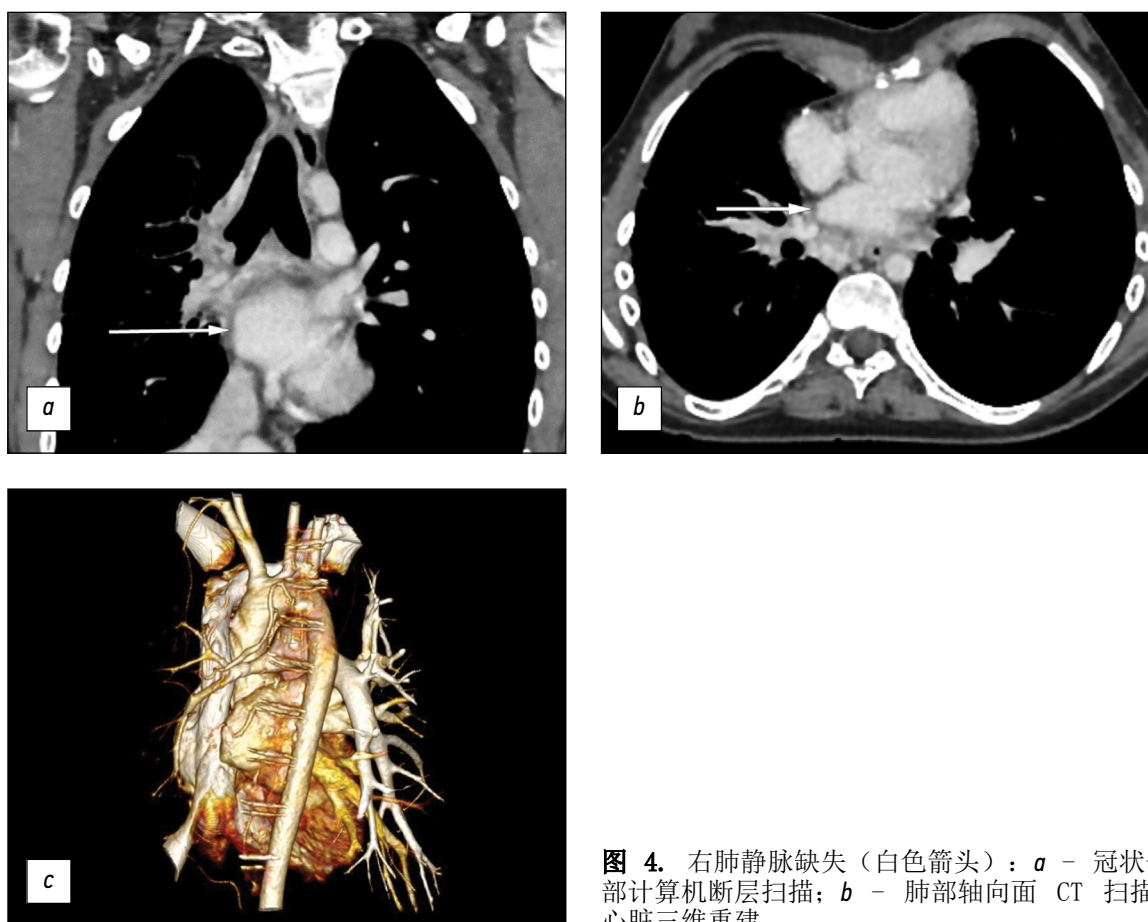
右肺静脉缺失 (白色箭头): *a* - 冠状平面肺部计算机断层扫描; *b* - 肺部轴向面 CT 扫描; *c* - 心脏三维重建。
